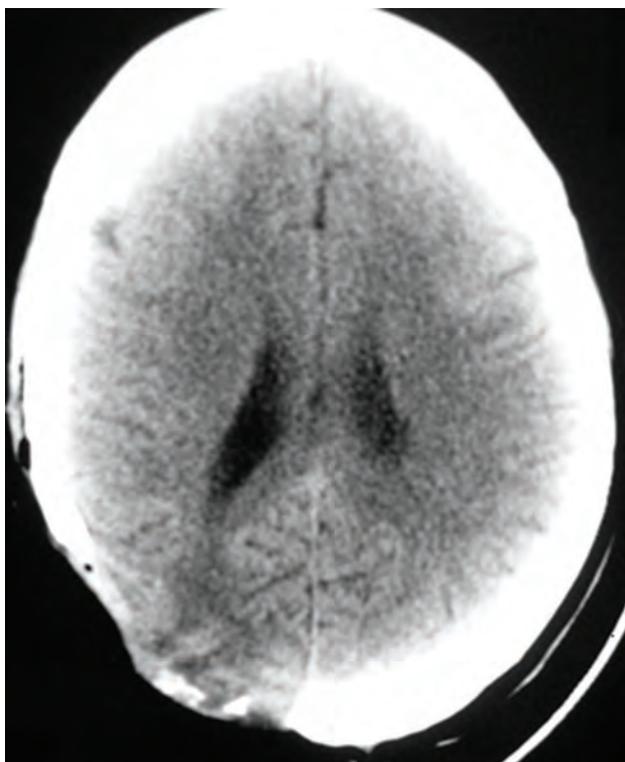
TC postoperatoria.
